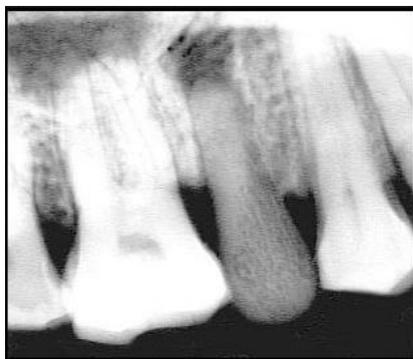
Radiographie rétro-alvéolaire d'une lyse osseuse à l'apex du fragment osseux (15).(1)
